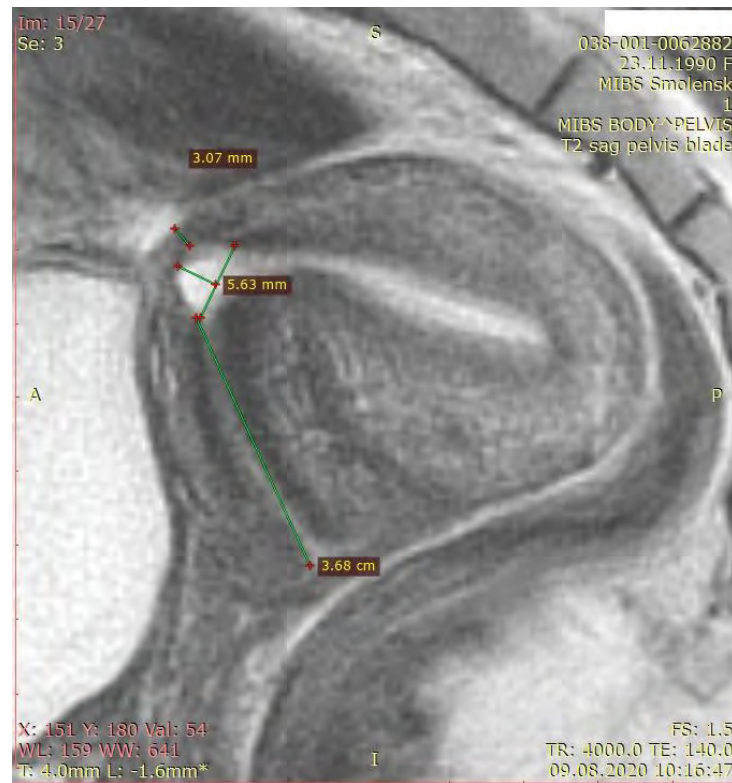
Измерение параметров ниши по данным МРТ в сагиттальной плоскости
